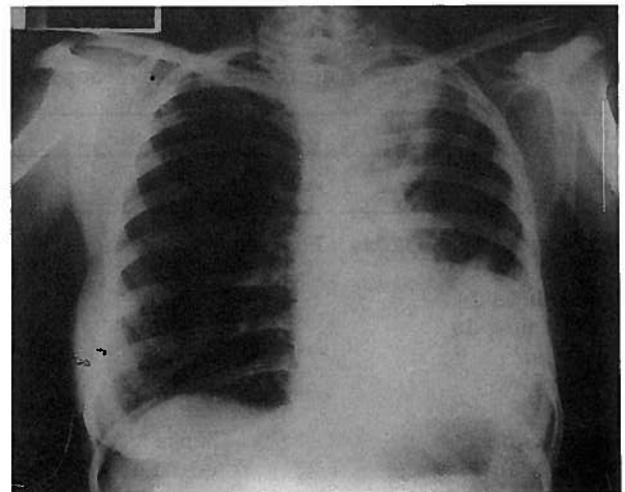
Telerradiografia do tórax de um doente com tuberculose endobrônquica.
